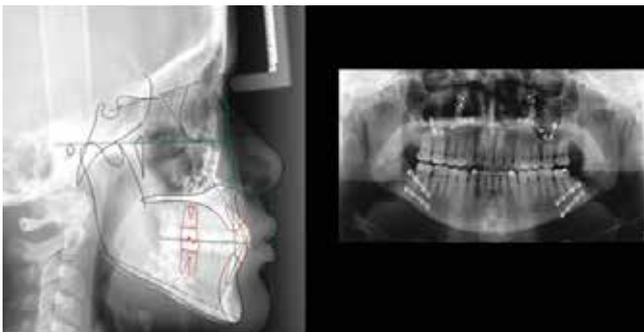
Documentação final: telerradiografia de perfil com traçado cefalométrico e radiografia panorâmica.
